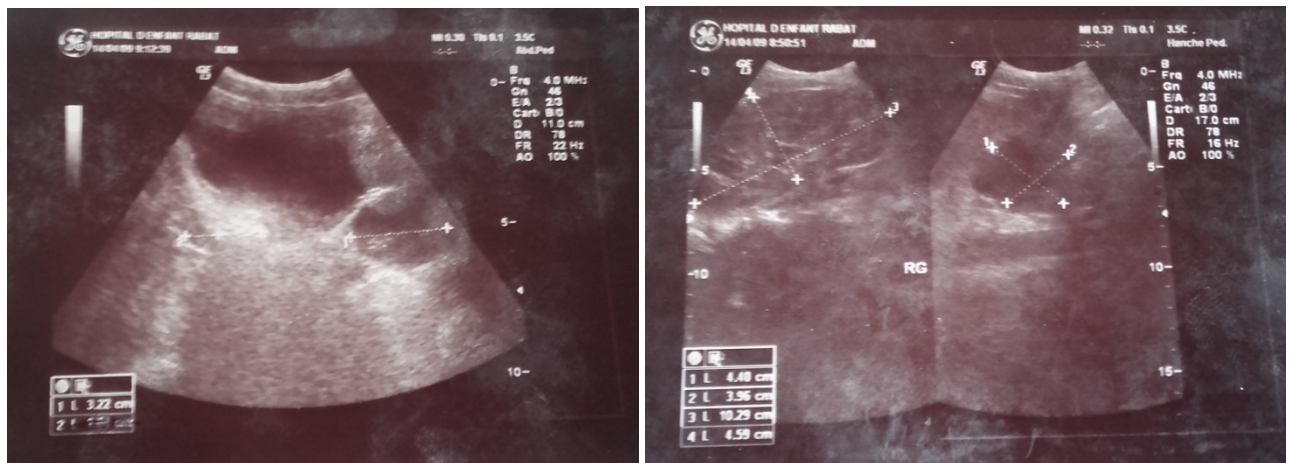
des images échographiques montrant le syndrome de la jonction pyélo-urétérale associé à un mégaurotère
